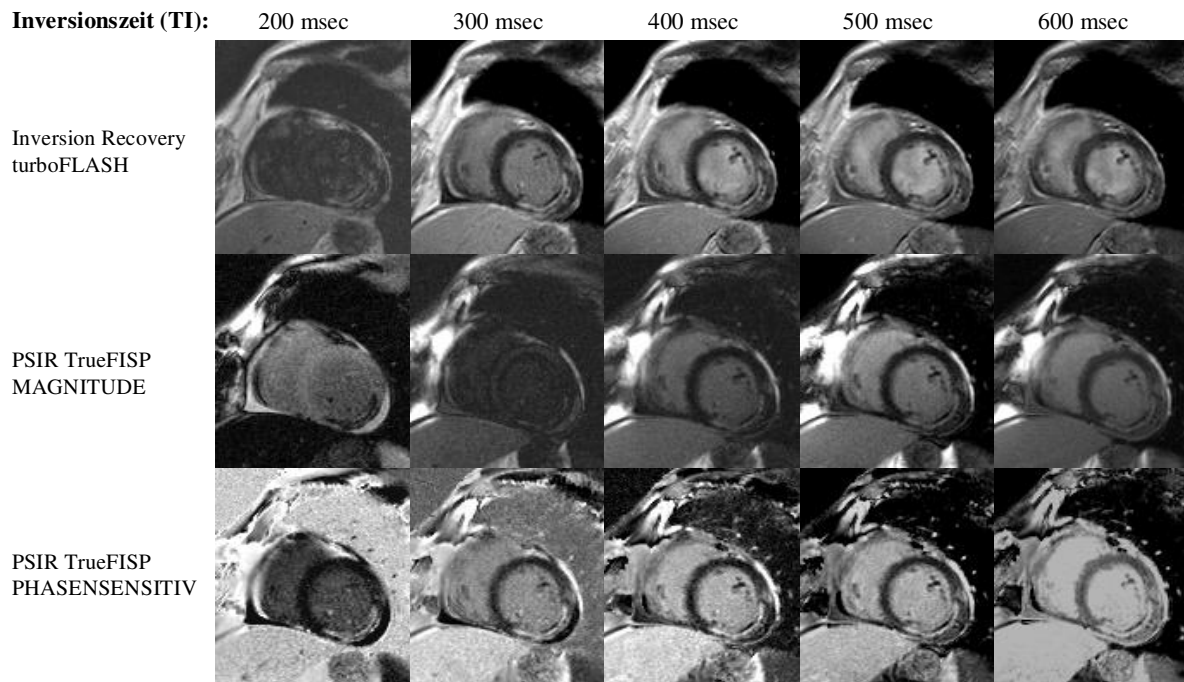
MRT-Bildsatz eines 67-jährigen Patienten mit inferior und inferolateral lokalisiertem, nicht vollständig transmuralen Myokardinfarkt: Alle 15 Bilder wurden in Schichtorientierung in der kurzen Herzachse bei identischer Schichtposition aufgenommen. Jede Bildreihe zeigt eine der drei Sequenztechniken zu unterschiedlichen Inversionszeiten. In der ersten Reihe sind die Magnitude-rekonstruierten Bilder der Inversion Recovery turboFLASH (Referenz-) Sequenz mit in 100 msec-Schritten von 200 bis 600 msec aufsteigenden Inversionszeiten dargestellt. Die zweite Reihe zeigt die Magnitude-rekonstruierten Aufnahmen der PSIR TrueFISP Sequenz. Die dritte Reihe beinhaltet die Bilder der Phasen-sensitiv rekonstruierten PSIR TrueFISP Sequenz. Im Falle der Datenakquirierung durch die Magnitude-rekonstruierte PSIR TrueFISP-Technik zeigt das infarzierte Myokard bei der kürzesten Inversionszeit von 200 msec eine hypointense Signalintensität und erscheint damit im Vergleich zum intakten Myokard dunkler. Bei Anwendung der Inversion Recovery turboFLASH-Technik bei der kürzesten TI-Zeit zeigt der Infarkt im Vergleich zu längeren Inversionszeiten ebenfalls eine erniedrigte Signalintensität und stellt sich nur schwach hyperintens dar. Der Infarktbereich und das vitale Myokard sind im Bildbeispiel von der blutgefüllten, aber dennoch dunkel erscheinenden Ventrikelhöhle nur schwer abgrenzbar. Bei längeren Inversionszeiten wird das Infarktareal auf den beiden Magnitude-rekonstruierten Bildsätzen verglichen mit normalem Myokard jedoch wieder zunehmend hyperintens. Der Verlust an Kontrast-zu-Rausch-Verhältnis fällt somit bei den Magnitude-rekonstruierten Bildtypen bei langen Inversionszeiten weniger deutlich aus als bei dem kürzesten TI-Wert von 200 msec. Die Phasen-sensitiv rekonstruierten Bilder der PSIR TrueFISP-Sequenz zeigen hingegen das infarzierte Myokardareal unabhängig von der verwendeten Inversionszeit deutlich hyperintens. Zudem bleibt das vitale Myokard für alle Inversionszeiten relativ gut vom Kontrastmittel gefüllten linken Ventrikel abgrenzbar.
